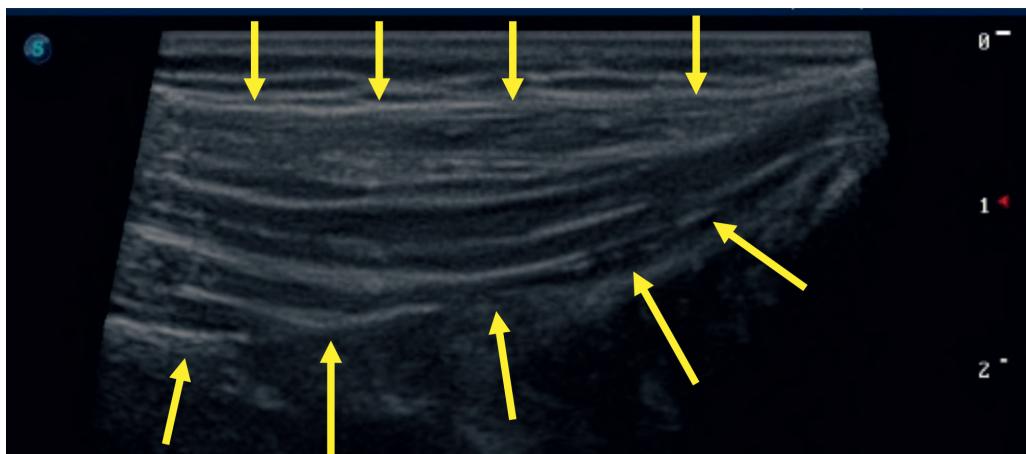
УЗИ пациента Н., 6 лет.
